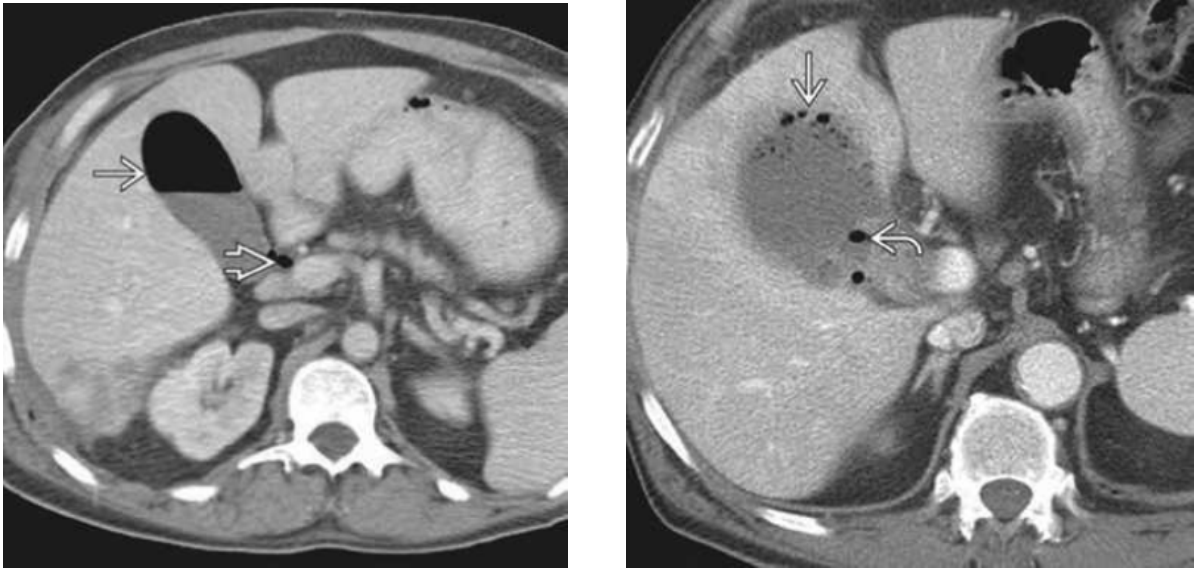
TDM montrant : à gauche du gaz et du liquide à l'intérieur de la VB et de la VBP en raison de la présence d'un stent biliaire (non montré). La paroi de la VB est normale. Et à droite du gaz à l'intérieur de la lumière et de la paroi de la VB avec une marge floue à l'endroit où la VB touche le foie.[79]
